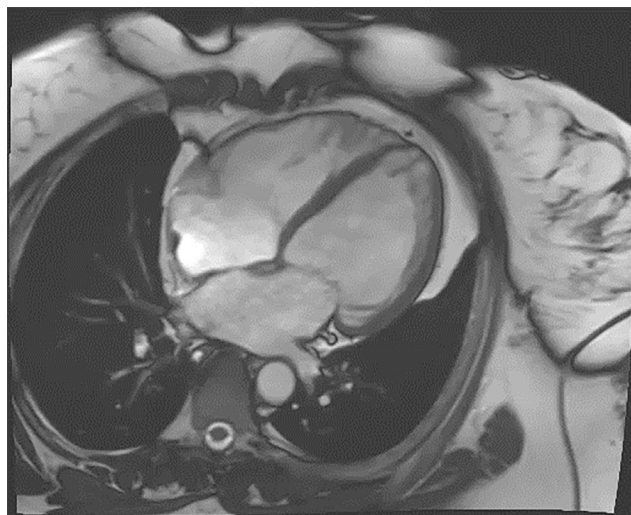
МРТ сердца 15.02.2023. Толщина некомпактного слоя (N) 15-17 мм при толщине компактного (C) 3-4 мм. Критерий Petersen: соотношение N/C >2,3 в диастолу в проекции длинной оси.
